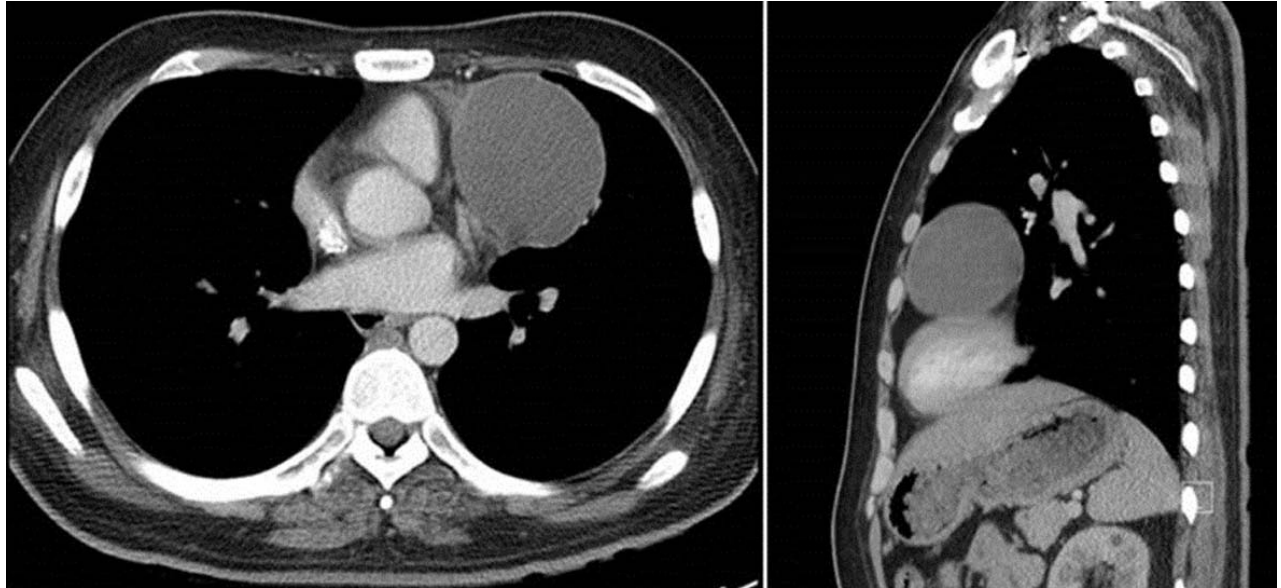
Chest computed tomography shows 5.8 × 6.8 cm sized well-demarcated anterior mediastinal mass.
